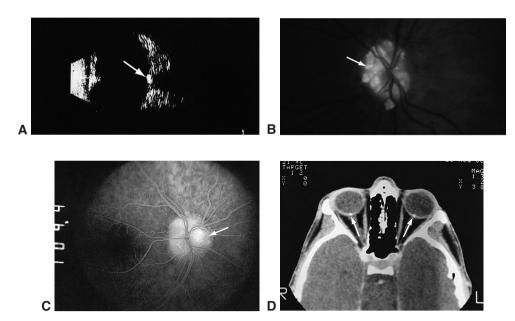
Tests diagnostiques pour confirmer la présence de drusen. A. L'échographie en mode B retrouve la présence d'une zone localisée hyperéchogène (due à la présence d'une calcification) dans la papille (*flèche*) qui persiste lorsque le gain est diminué. B. Photographie du fond d'œil avant injection objectivant l'autofluorescence (*flèche*). C. Les temps tardifs de l'angiographie à la fluoresceine chez ce patient porteur de drusen objectivent une prise de contraste nodulaire (*flèche*) sans diffusion du colorant. D. Le scanner de l'orbite retrouve des drusen calcifiés bilatéraux à la jonction entre le nerf optique et la portion postérieure du globe (*flèches*). (*Parties A, C, D : remerciements au Dr Anthony C. Arnold; partie B : remerciements au Dr Hal Shaw.*)
